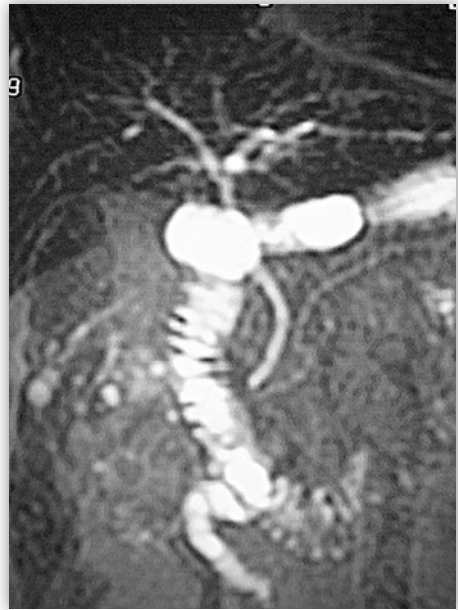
Ante la sospecha de disfunción del esfínter de Oddi debe excluirse la presencia de una coledocolitiasis. La figura corresponde a una colangio-RMN que muestra un colédoco permeable en una paciente de 36 años con crisis recurrentes de dolor abdominal de tipo biliar, sin alteraciones del perfil hepático y sin dilatación del árbol biliar (tipo III).
